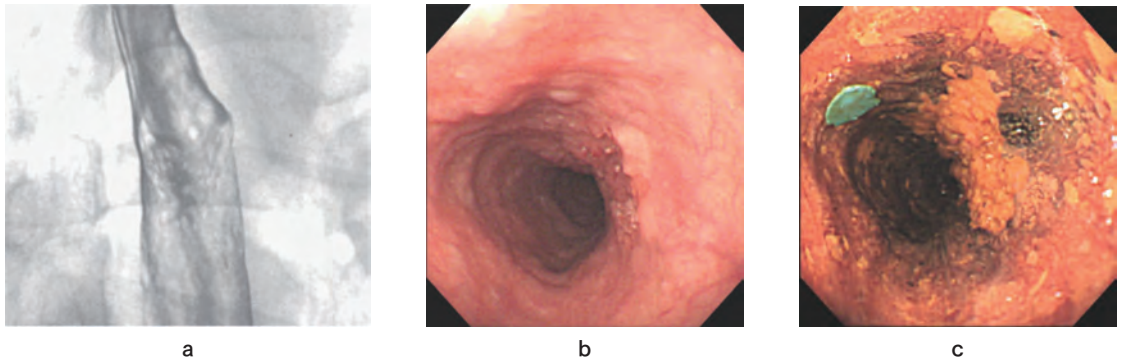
X線検診で発見された食道癌(症例No.2). 71歳男性. 25×23mm大, 深達度MMの早期癌。
